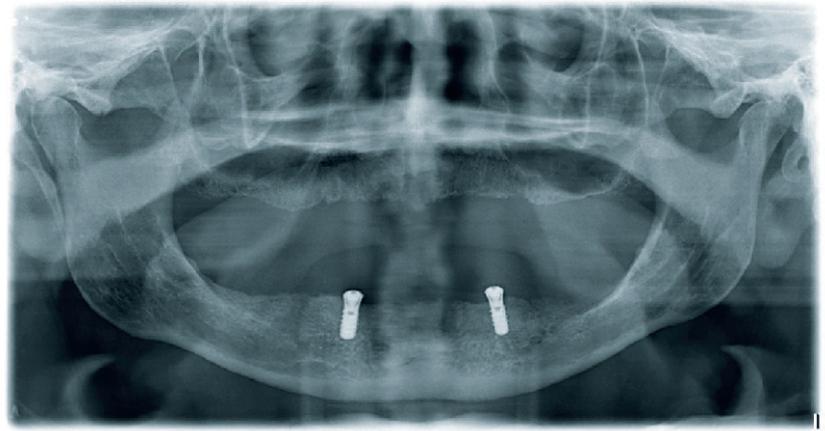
Röntgenologische Kontrolle
